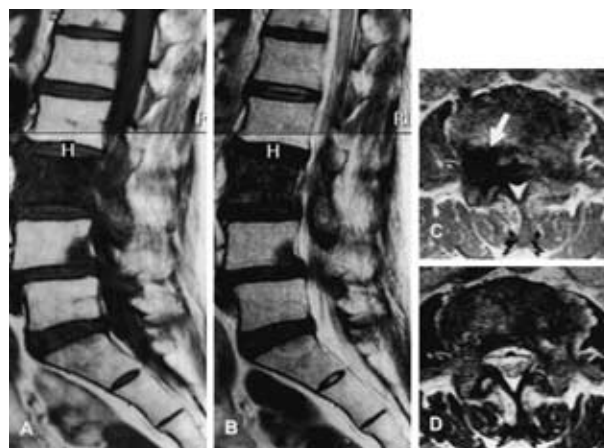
Case 4: Lumbar sagittal MRI scan shows bone metastasis at the L3 and L4 level and axial image at L3 level demonstrates right nerve root compression ( arrow ) as a low intensity signal on T1 ( A, C ) and T2 ( B, D )-weighted MRI.
